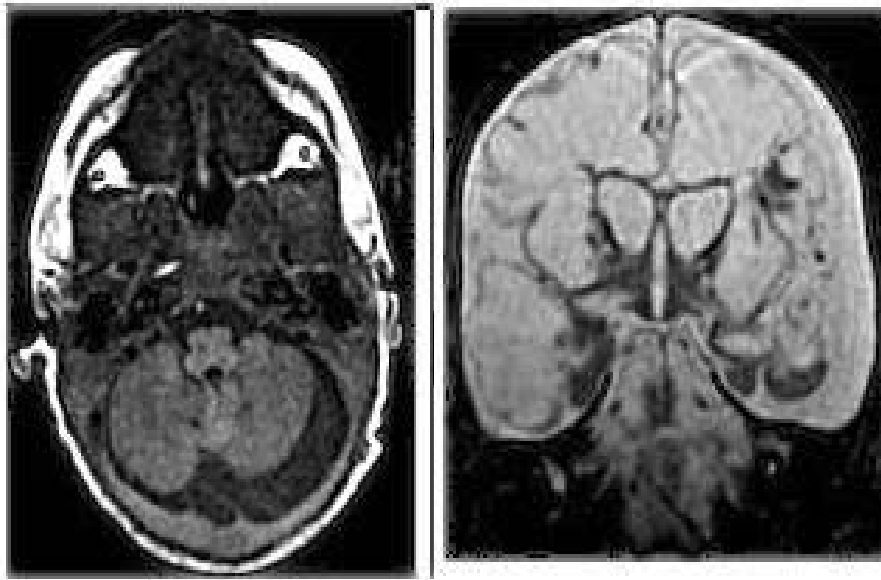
Résultats de l'IRM
